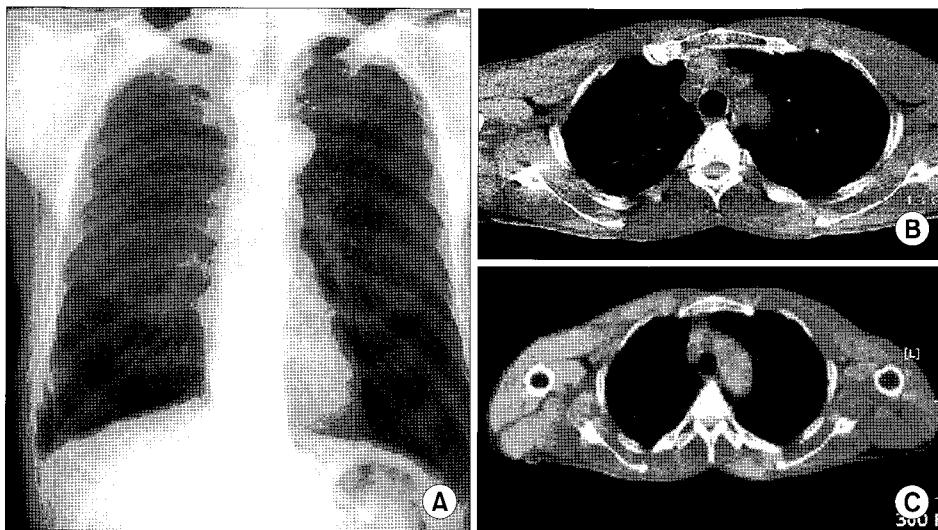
6 month later follow-up chest PA (A), chest CT (B), PET fusion image (C). There is no mass lesion or hypermetabolic activity.
